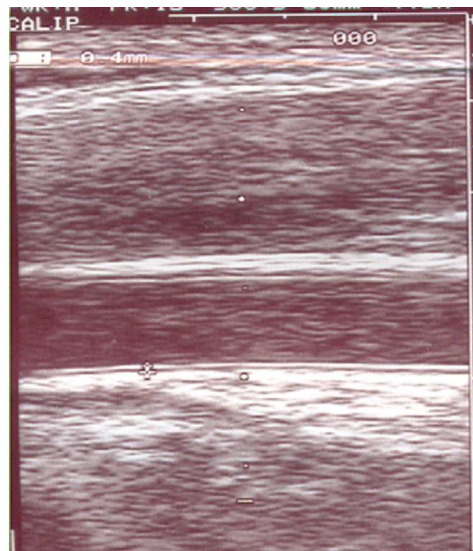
Darstellung der Intima-Media-Dicke der A. carotis communis im B-Mode-Sonogramm
